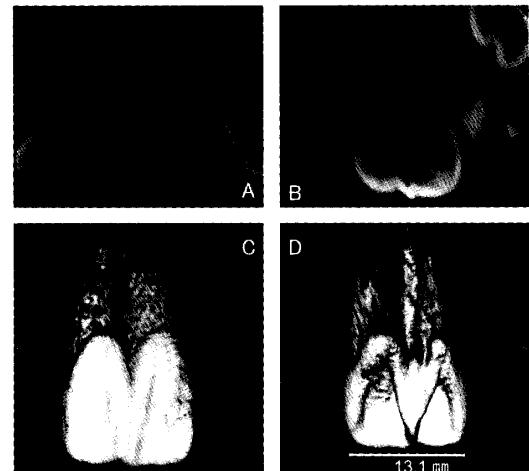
CT画像(A:水平断, B:前額断, CD:3Dボリュームレンダリング像)
